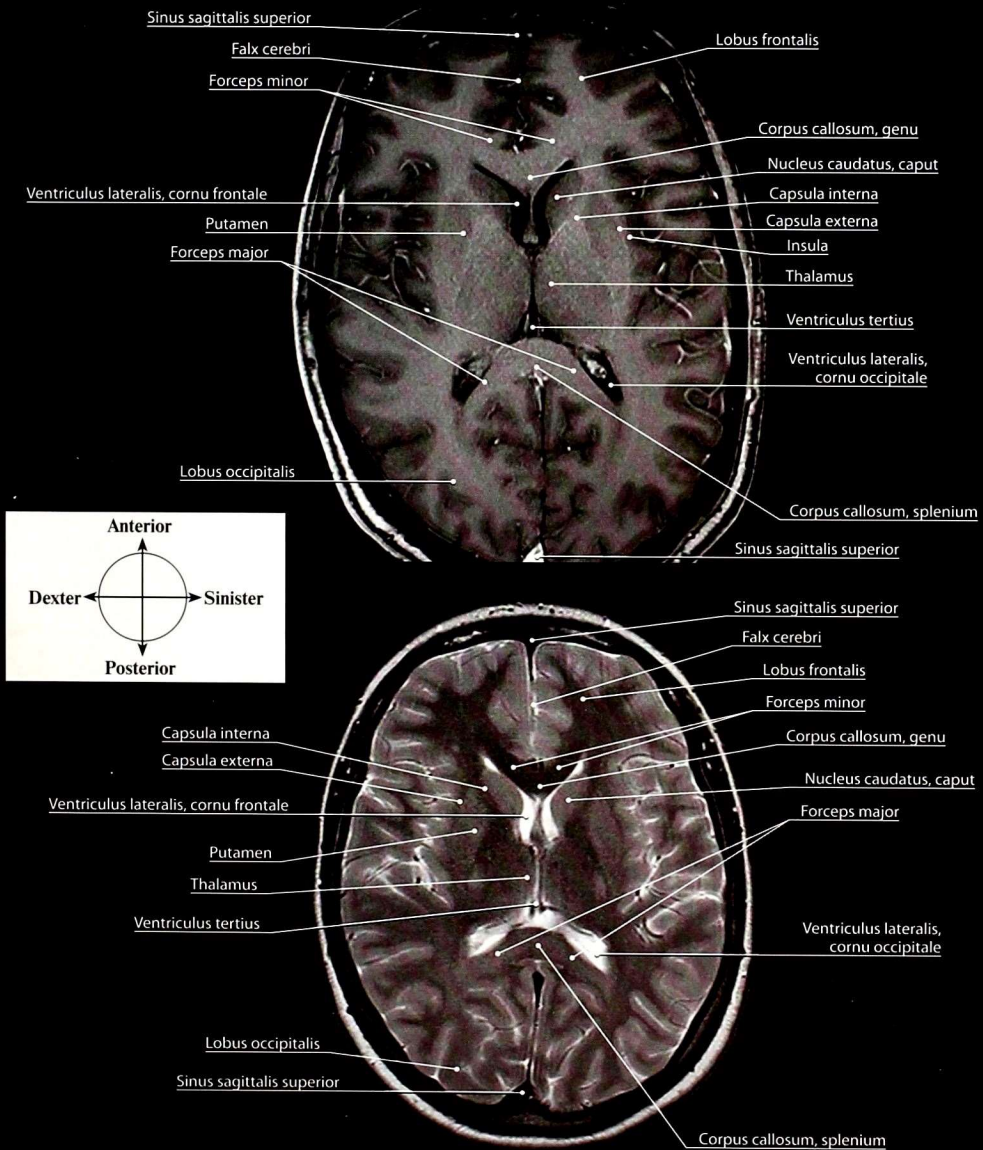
Головной мозг. Магнитно-резонансная томограмма. Горизонтальные (аксиальные) сечения, проведенные через межталамическое сращение: а — T1-взвешенное изображение; б — T2-взвешенное изображение
